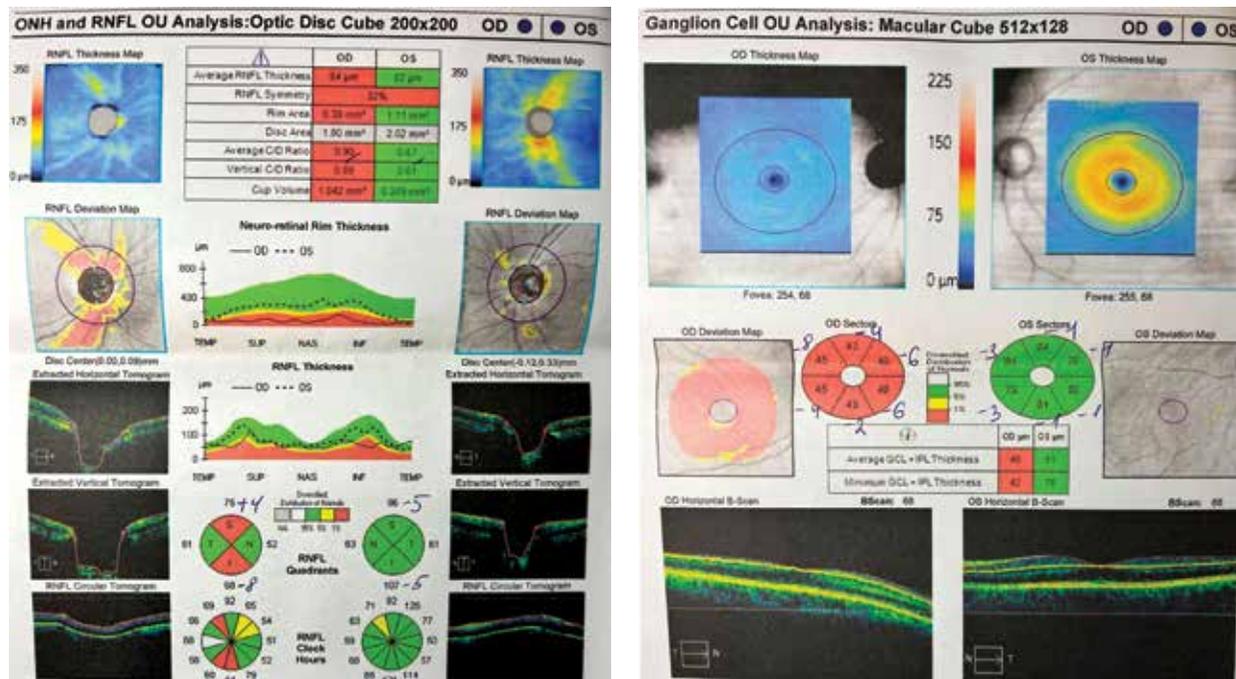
Оптическая когерентная томография в динамике
